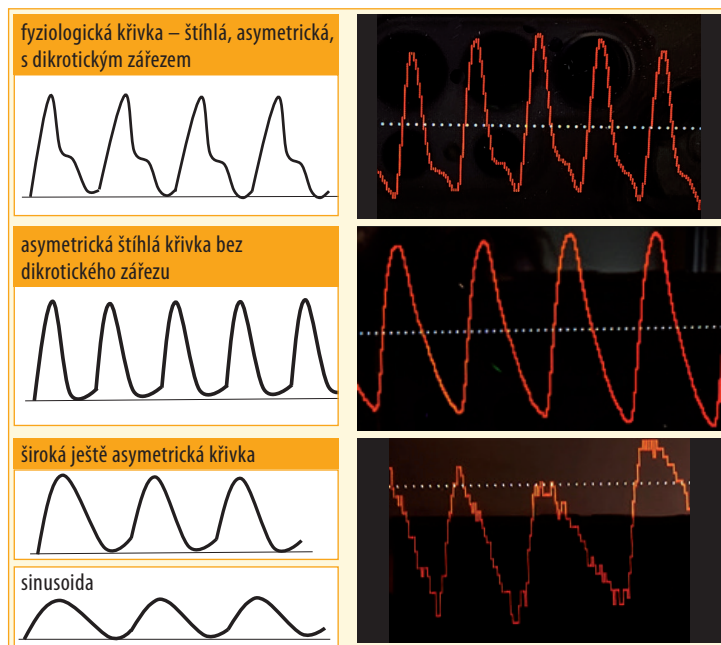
Dopplerovské zobrazení tvaru pulzové vlny
